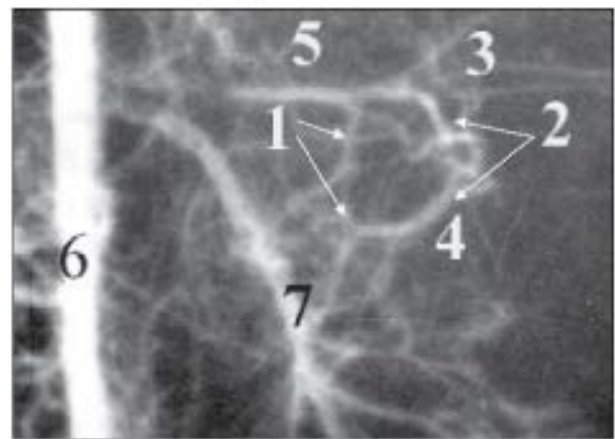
Висцеральні гілки черевної частини аорти плоду 300,0 мм ТПД. Фоторентгенограма. Зб.: х1,2
